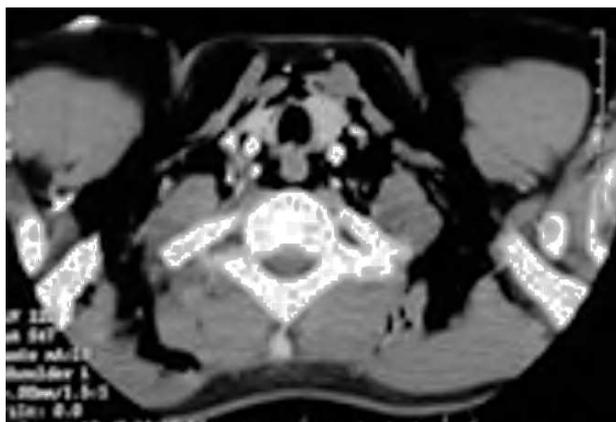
Tomografía axial computarizada de tórax del caso 5, que presentó una lesión traumática con enfisema subcutáneo cervical sin progresión posterior y al que se trató de forma conservadora. La lesión fue toracico-bronquial, sin neumotórax asociado.
